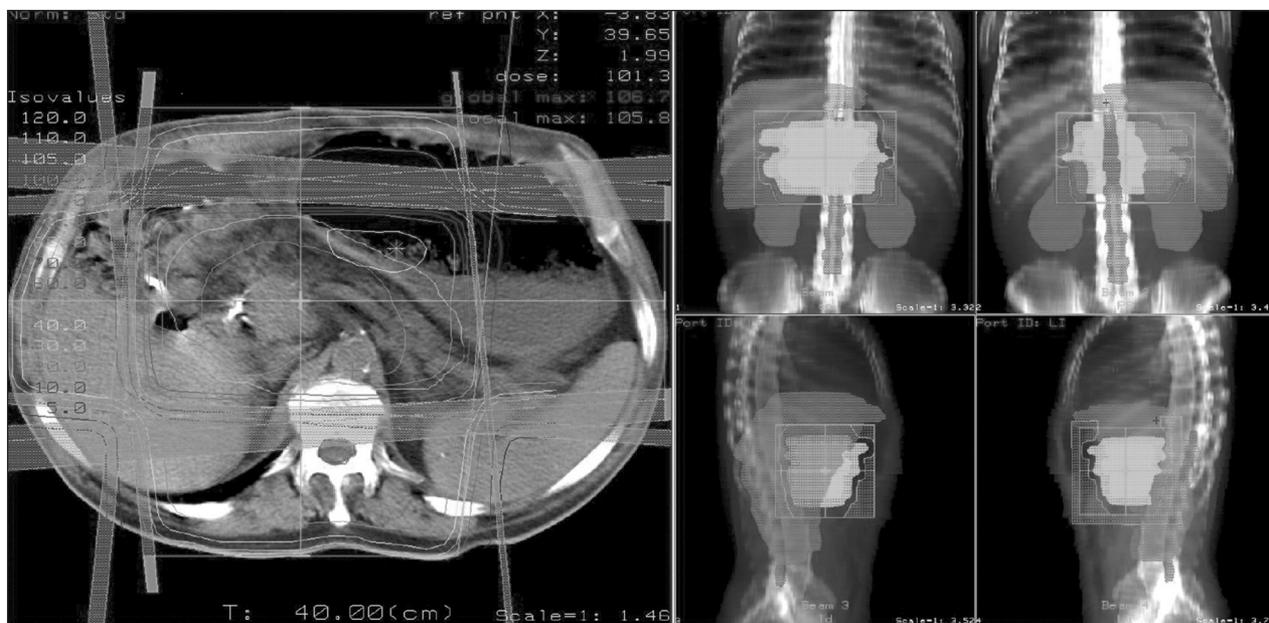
Planificación de tratamiento radioterápico de un cáncer de páncreas (a) y determinación de volúmenes sobre radiografías reconstruidas digitalmente (RRD) (b).
